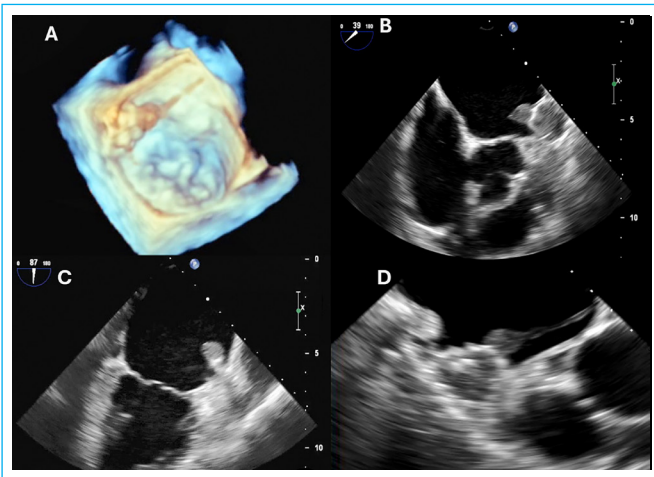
Ecocardiograma transesofágico (ETE). Imagen del trombo adherido sobre la superficie del dispositivo de cierre de la orejuela. A: imagen 3D del trombo, con extensión filiforme hacia el tabique interauricular. B: imagen del trombo en eje corto de grandes vasos. C: imagen del trombo en plano esofágico medio. D: detalle de la extensión del trombo hacia el tabique interauricular.
